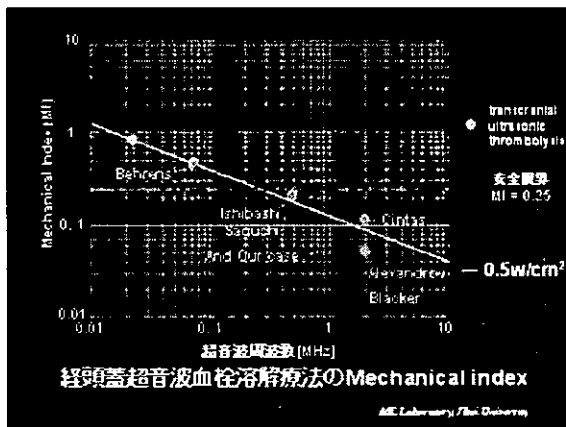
経頭蓋超音波血栓溶解療法の Mechanical Index
